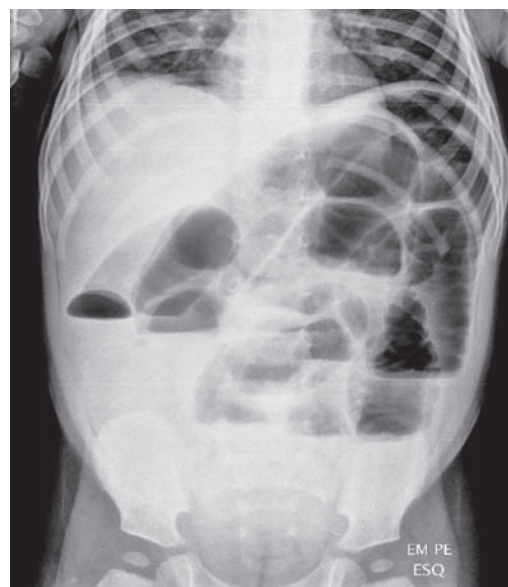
• Radiografia abdominal simples em pé.
